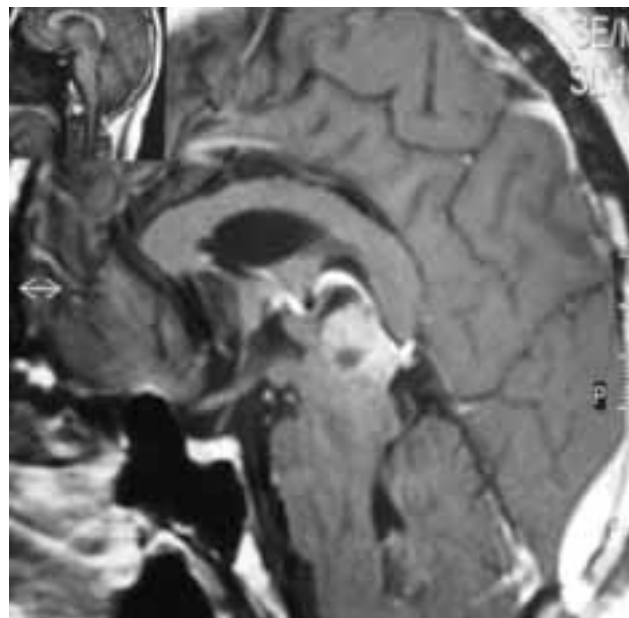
RM sagital muestra lesión en región pineal.
